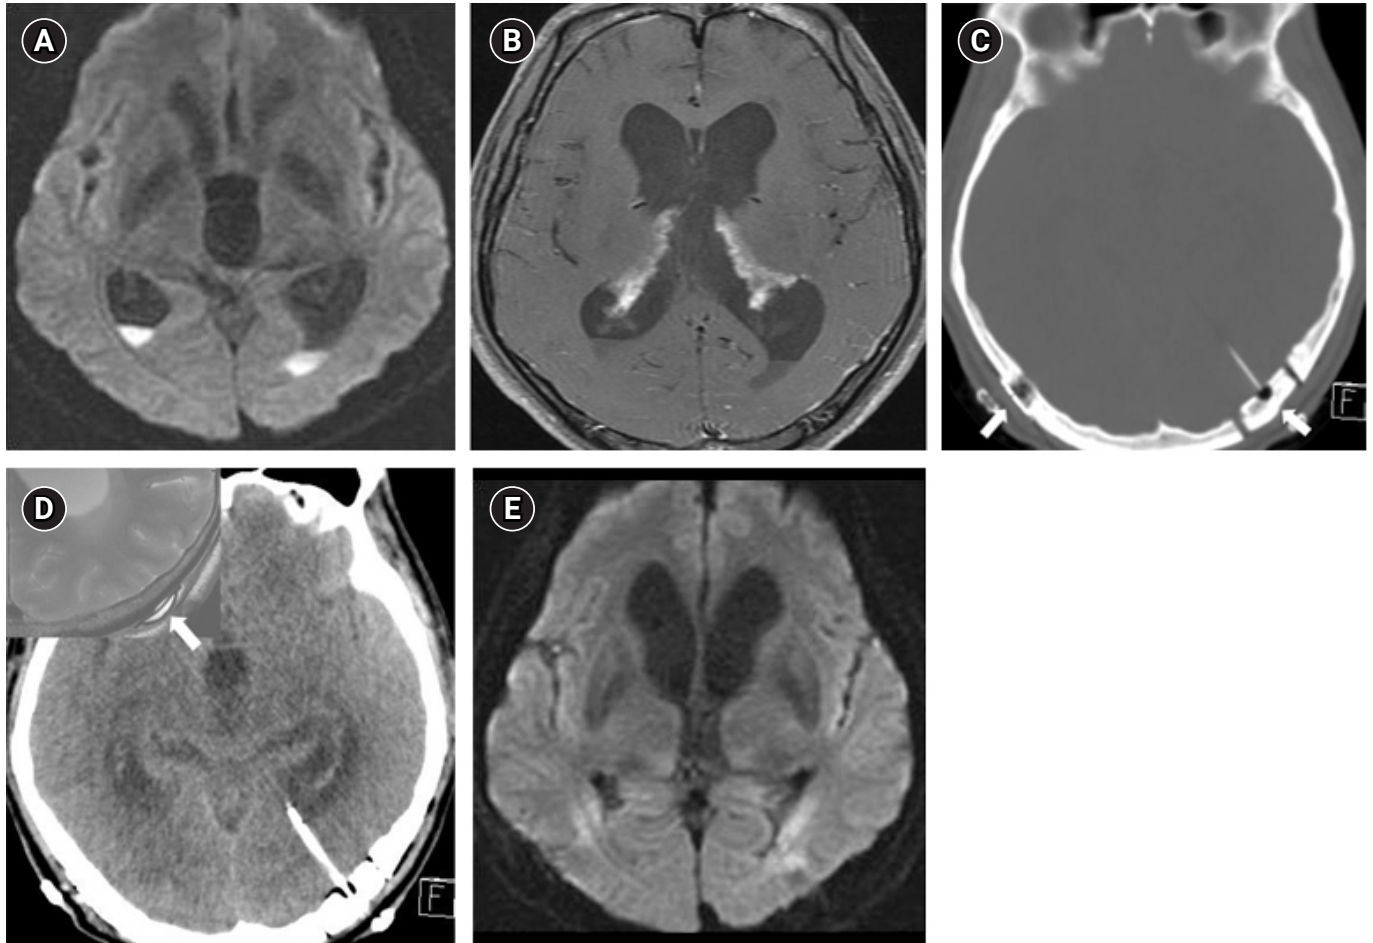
(A) Diffusion-weighted magnetic resonance image (MRI) shows foci of bright signal involving the dependent portions of both lateral ventricles. (B) An axial T1-weighted MRI is negative for contrast enhancement of the ventricular ependymas. (C) Bone window setting of computed tomography depicts the two trephines to puncture the posterior horns of the lateral ventricle (arrows). (D) The left-sided pyocephalus is penetrated by the catheter of Ommaya reservoir. Inset confirms a dome-shaped reservoir fixed the cranium to irrigate and aspirate the pus (arrow). (E) Follow-up scan demonstrates no further collection of the pus in the ventricles suggesting good response to therapy. The high signals near the occipital horns corresponds the prior trajectory for the double catheterization.
